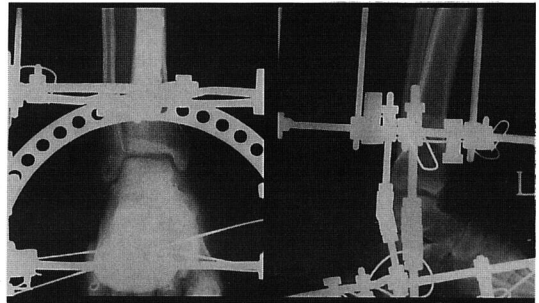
Post-operative radiography shows that osteophytes of tibial anterior lip and talar neck are removed.
